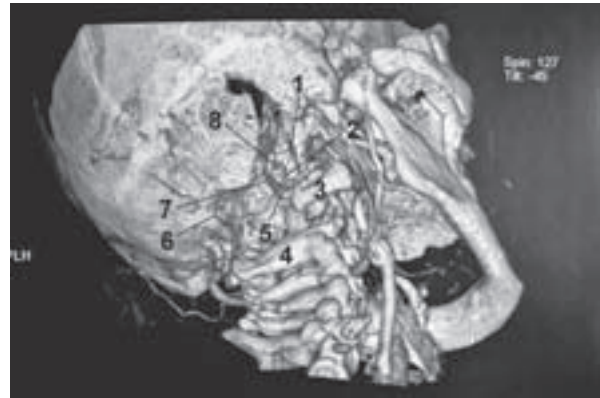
Postoperative 3D CT scan of the skull: 1 – partially resected right occipital condyle; 2 – titanium vascular clip (spring) in place; 3 – resected posterior arch of the C1 vertebra; 4 – lamina of the C2 vertebra; 5 – right (dominant) vertebral artery; 6 – posterior rim of the foramen magnum; 7 – left (non-dominant) vertebral artery; 8 – basilar artery fenestration.
